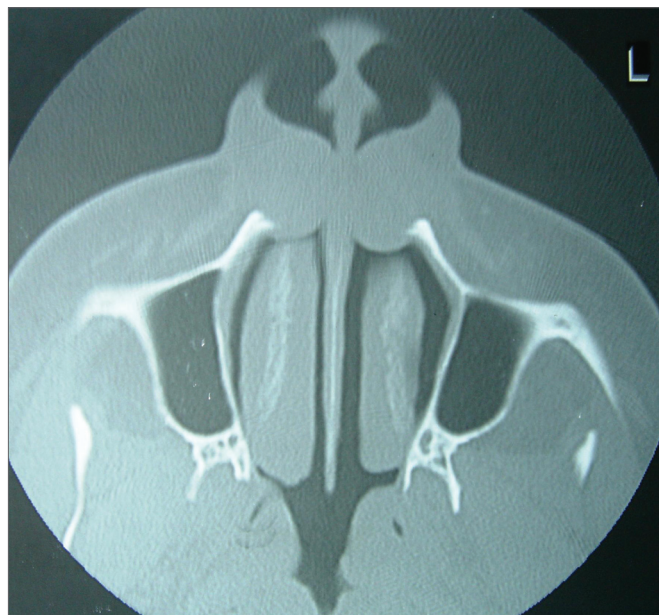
Aspecto radiológico (tomografia computadorizada) do cisto nasolabial, corte axial, de paciente com lesão bilateral.
